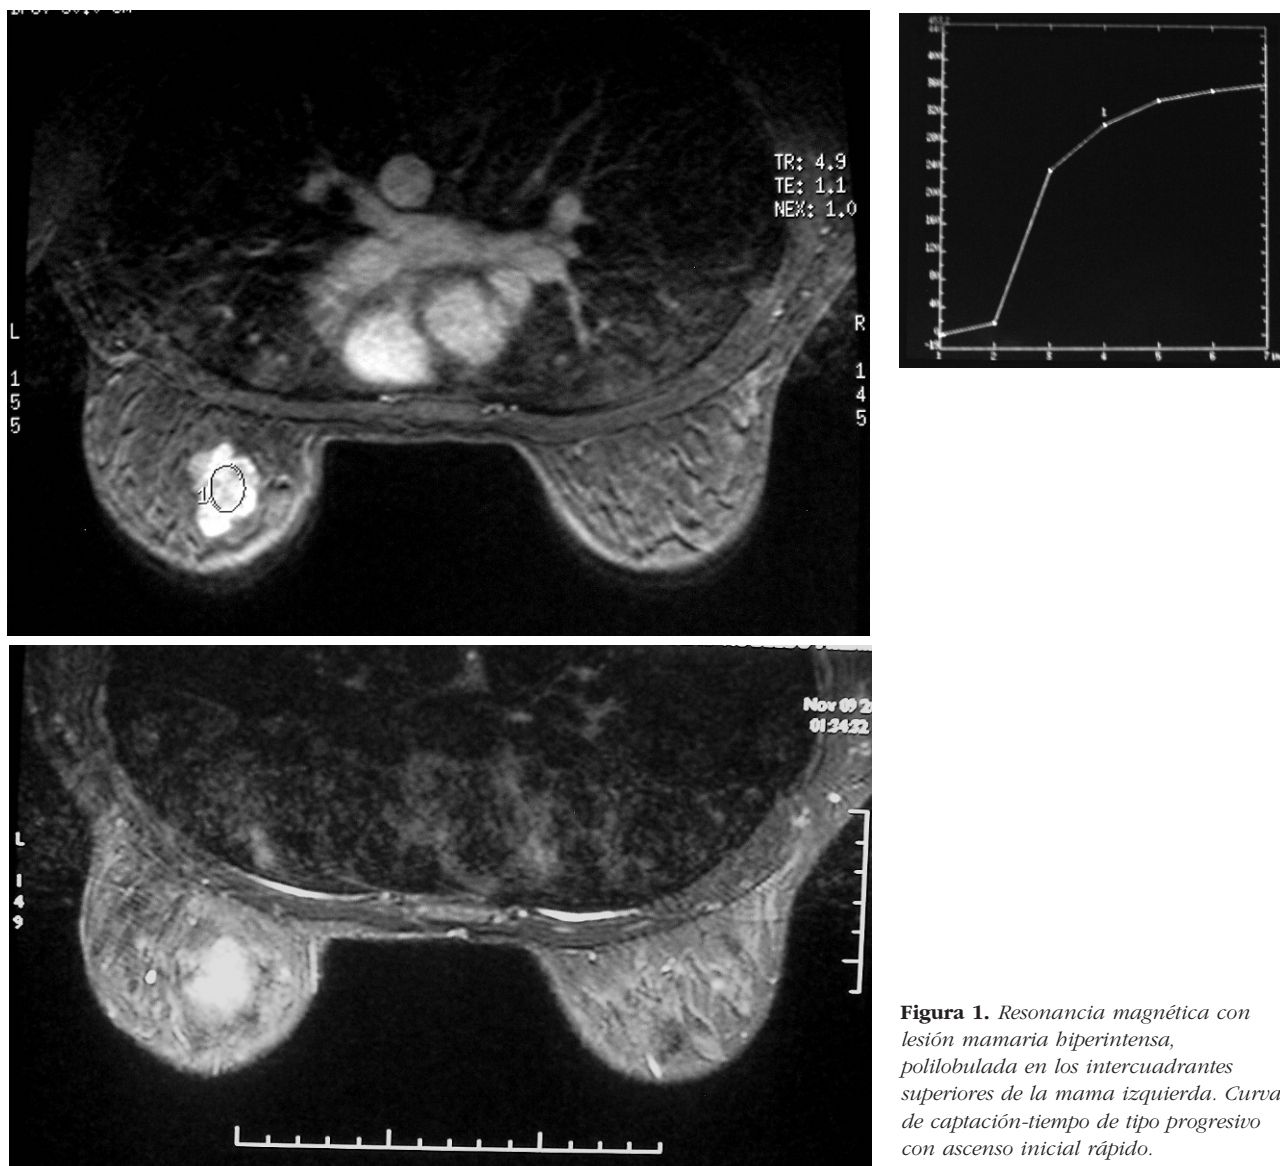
Resonancia magnética con lesión mamaria hiperintensa, polilobulada en los intercuadrantes superiores de la mama izquierda. Curva de captación-tiempo de tipo progresivo con ascenso inicial rápido.
